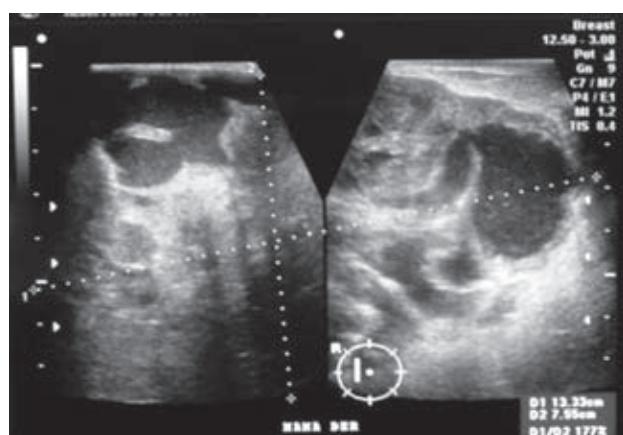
Ultrasonografía, tumor heterogéneo de la mama derecha
